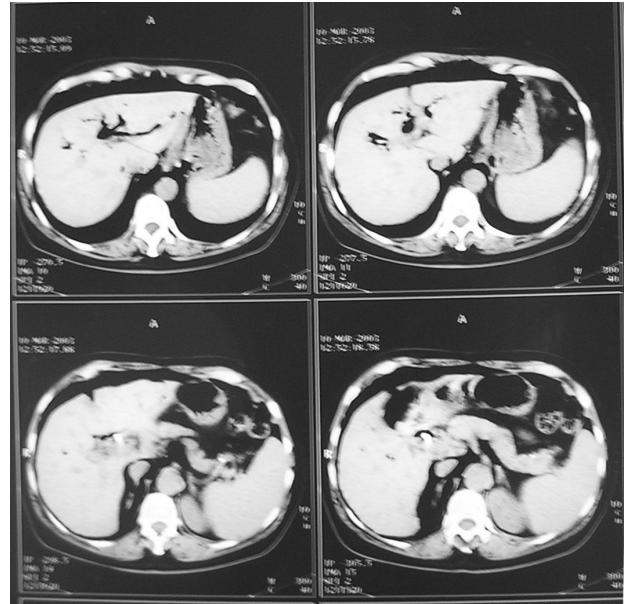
TC addominale. La radiografia diretta dell'addome (Fig. 2) e la TC documentano retroperitoneo destro, con diffusione dell'aria al mediastino posteriore, attorno ai grossi vasi e in sede pericardica, e pneumoperitoneo con reperto di aria libera prevalentemente in sede periepatica.
